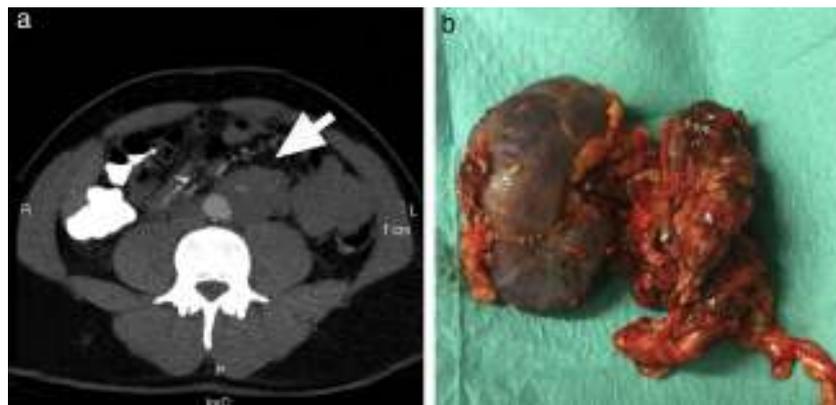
a) Imagen de la tomografía abdominal computarizada preoperatoria en la que se observa una masa retroperitoneal alojada en espacio infrarenal izquierdo (flecha), que contacta íntimamente con la mitad de la circunferencia de la aorta. b) Pieza quirúrgica en la que se identifica la exéresis en bloque de la tumoración ( $4 \times 4 \times 11$  cm) junto al riñón izquierdo.
